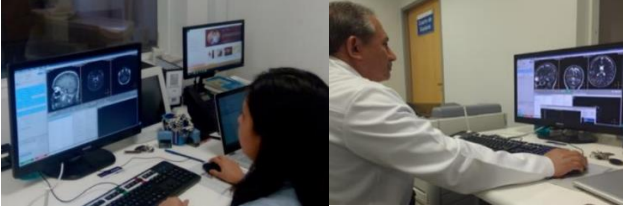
imágenes de resonancia del localizador.
